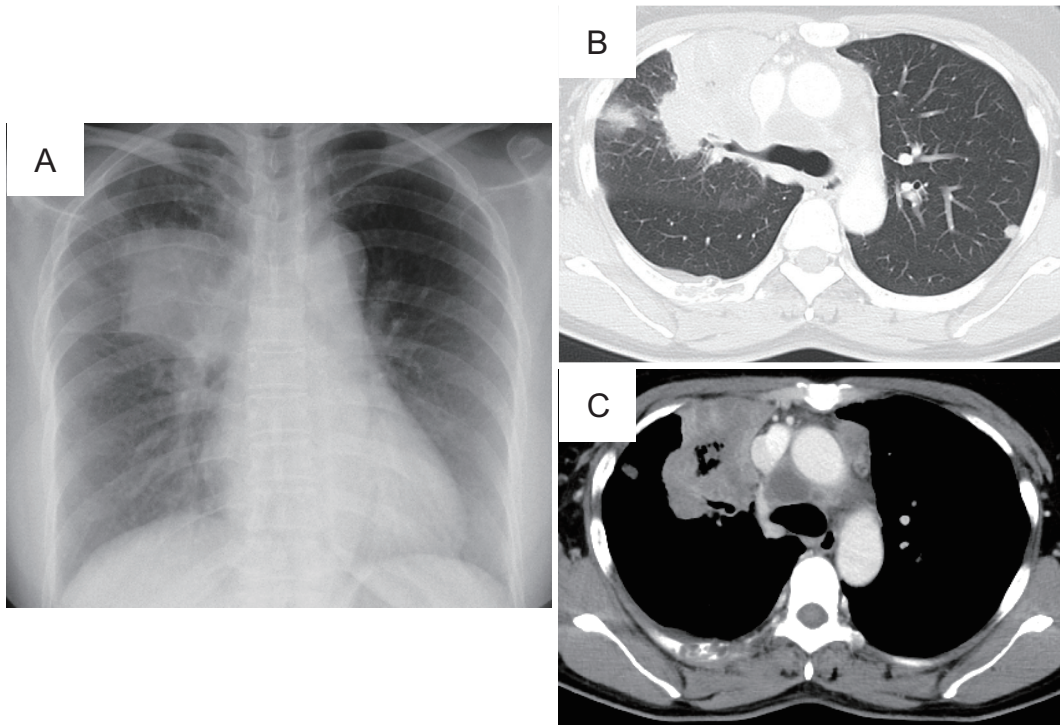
Chest X-ray (A) and computed tomography (B, C) findings before receiving pembrolizumab showed a nodule in the right upper and middle lung fields.
